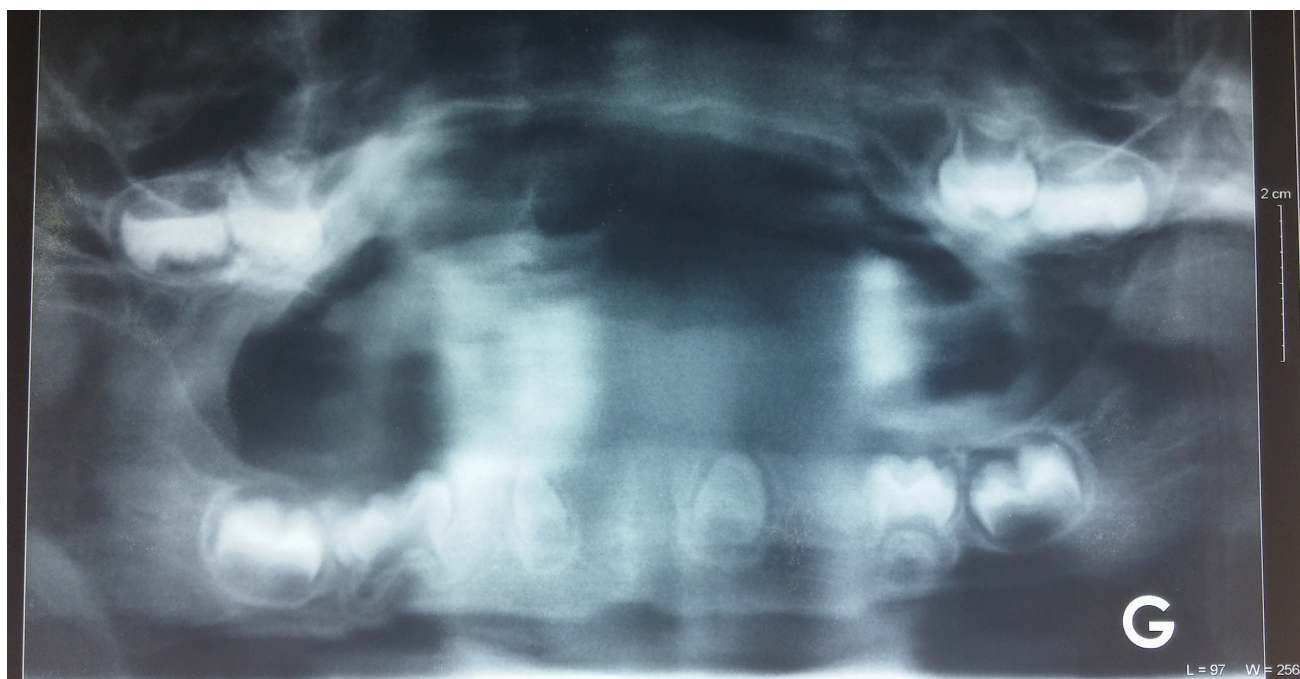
Radiographie panoramique dentaire datant du 05/10/2012
